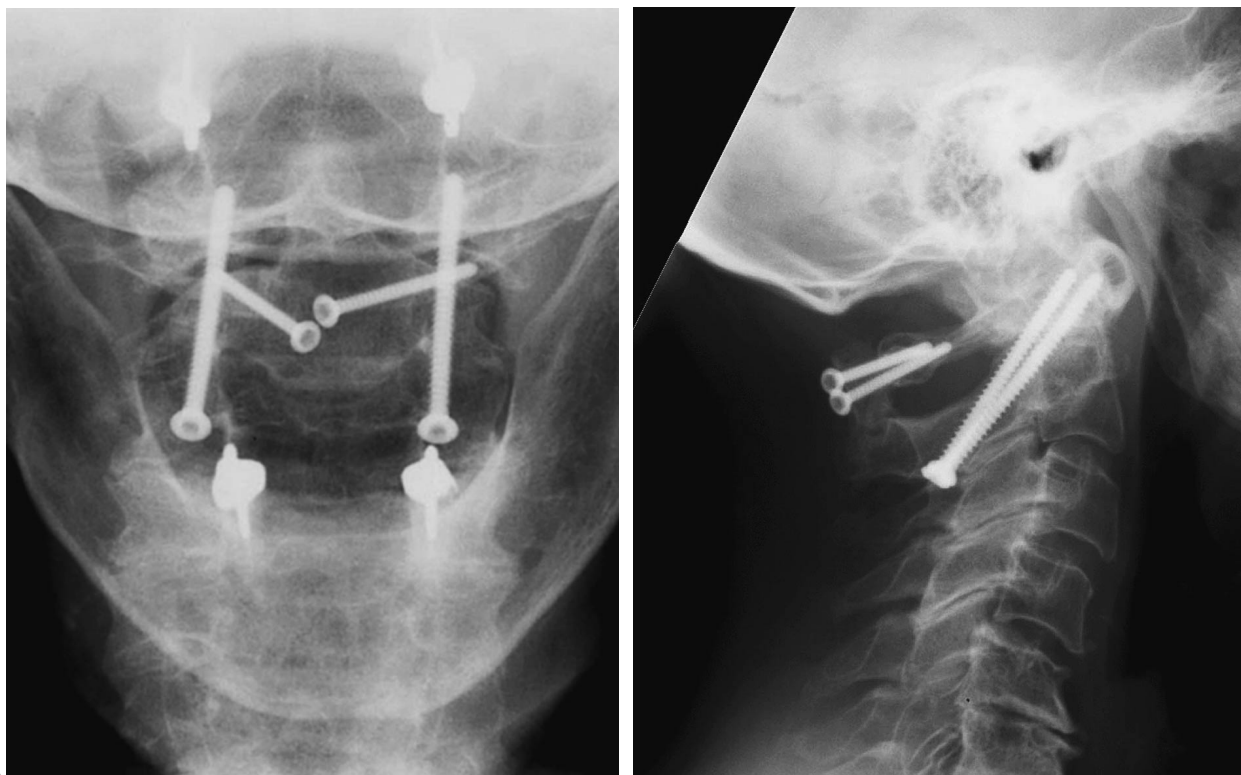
(A) y (B) Radiografías postoperatorias anteroposterior y lateral en un paciente que presentaba una inestabilidad C1/2 debida a una artritis reumática. Debido a la presencia de una espina bifida del atlas, en la misma intervención se utilizó el injerto colocado en la línea media para la reconstrucción y fusión del arco del atlas.
